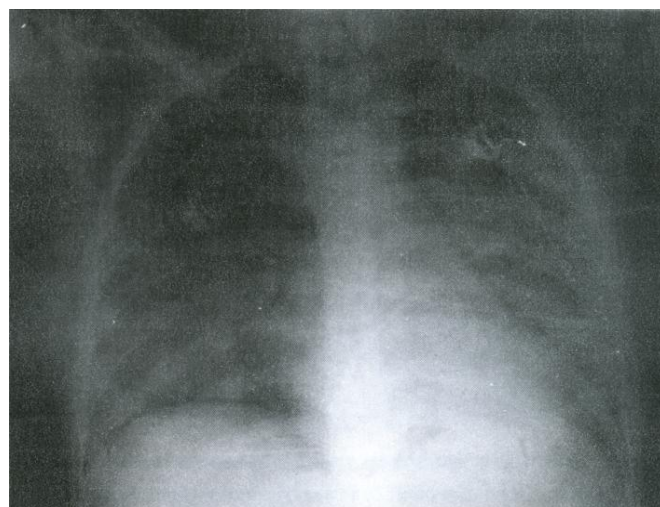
Reduction in infiltration compared to previous chest X-ray. Hilar enlargement.
